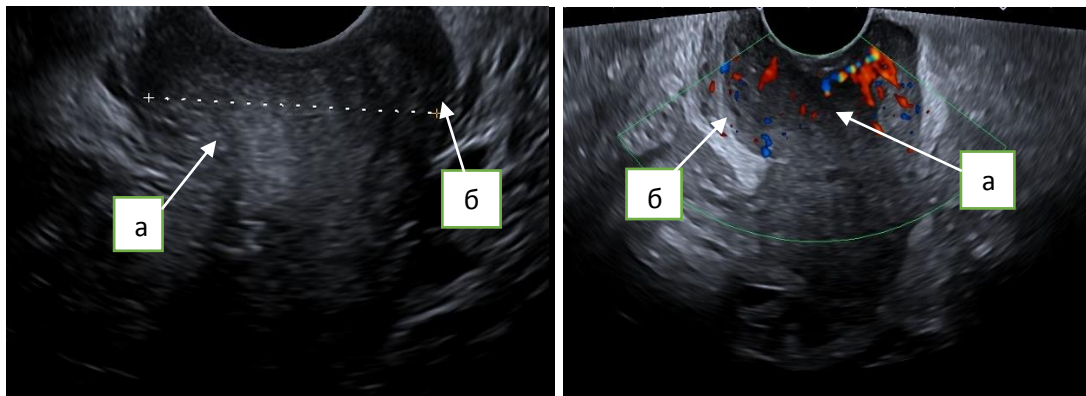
Ультразвуковая томограмма опухолево измененной шейки матки с инфильтрацией прилежащей клетчатки (параметральной): а) опухоль шейки матки; б) нарушение стромального кольца и распространение на прилежащую клетчатку.
